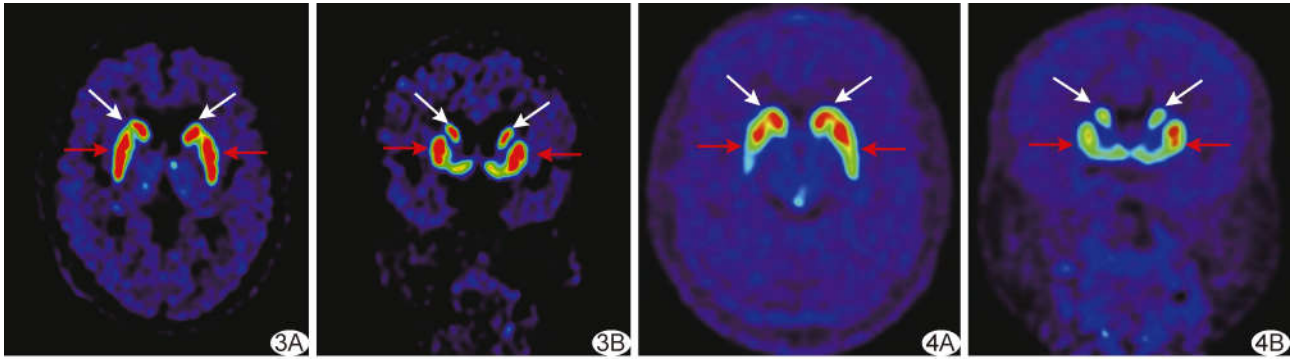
MSA-C 患者,男,73 岁,步态不稳 16 个月 ¹⁸F-FP-DTBZ PET 图示双侧尾状核(白箭)及壳核(红箭)摄取正常 A. 轴位; B. 冠状位
